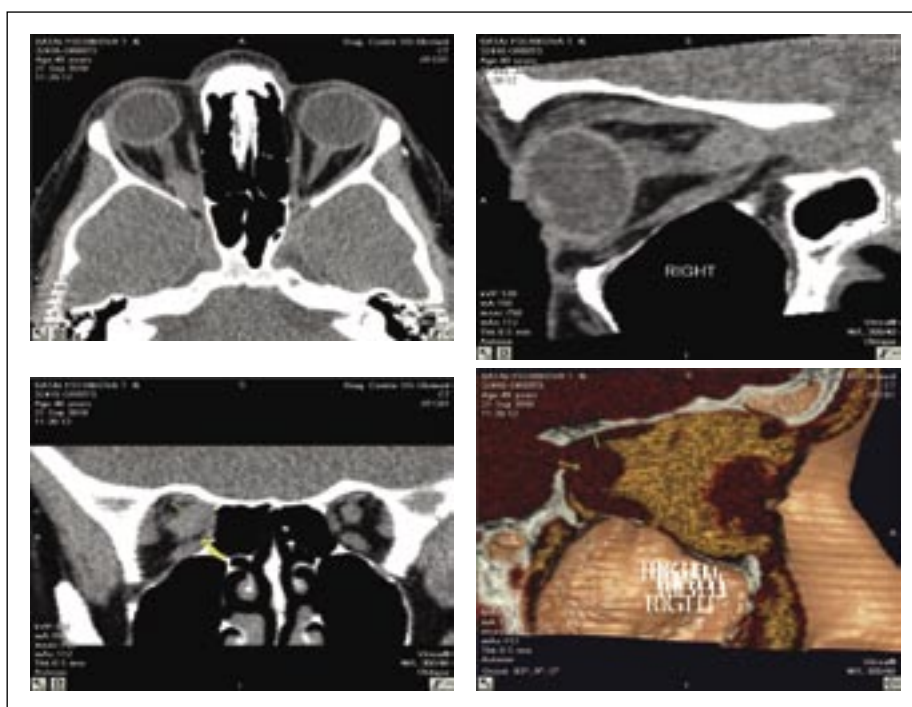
Глиома зрительного нерва. КТ: Мягкотканное образование выполняет основание правой орбиты, но не прорастает в полость черепа. Костные структуры сохранены.
